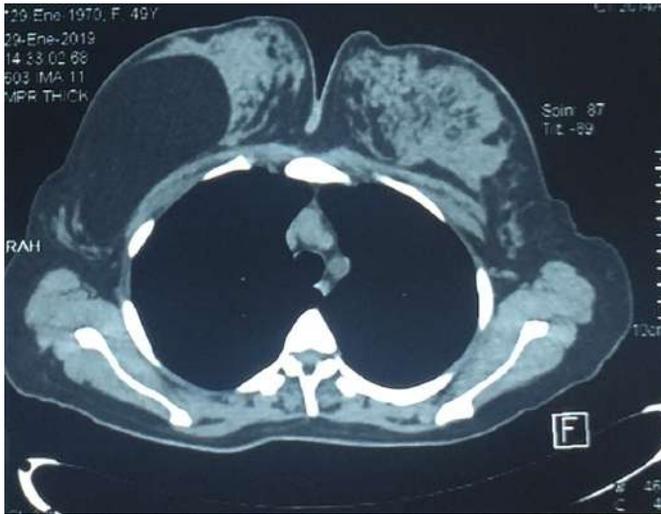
Tomografía computada de tórax. Tumor gigante en mama derecha.
